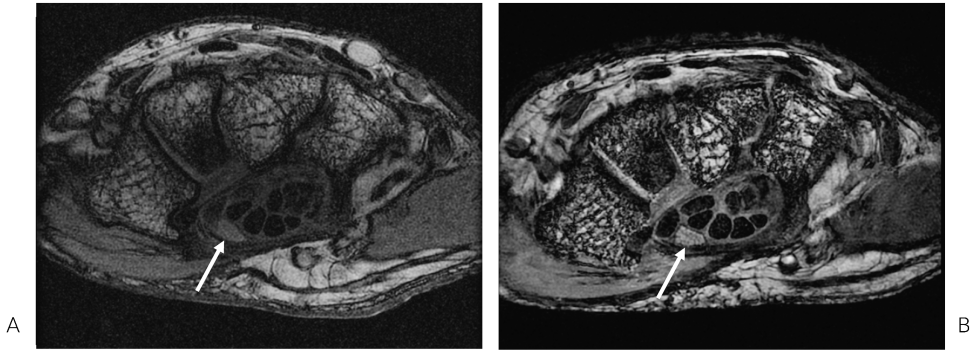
Axial gradient-echo images with an 8 cm FOV obtained at 1.5T MRI (A) and 3T MRI (B). The visibility of the median nerve (arrows) and flexor tendons is better in B than in A.
